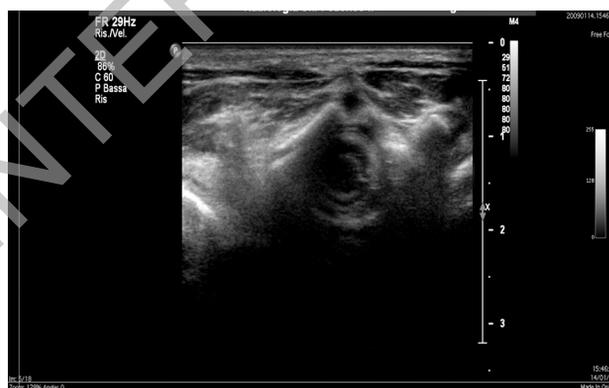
Immagine ecografica a distanza di 1 mese che mostra riduzione dello spessore del tessuto adiposo, zolle iperecogene meno evidenti e scomparsa dell'ipervascolarizzazione.
